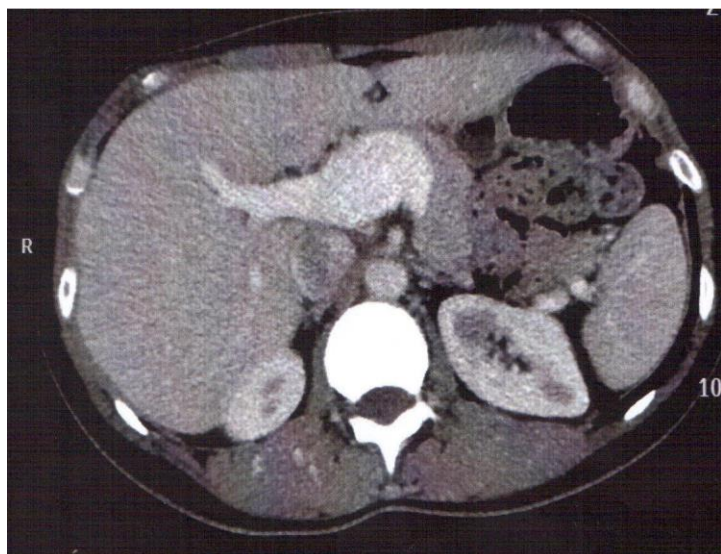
CT Scan : Reconstruction de la veine porte.
